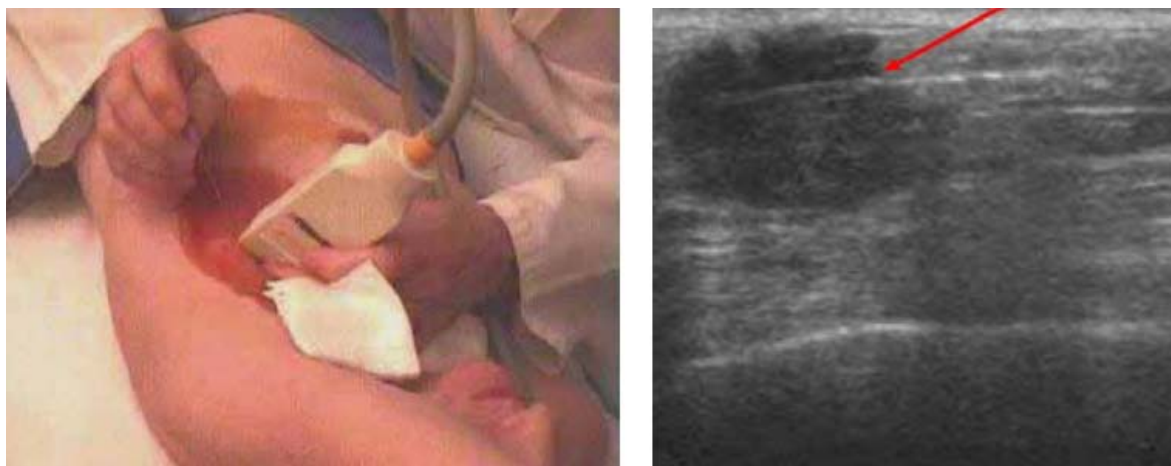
Mise en place d'un fil métallique (Harpon) sous contrôle échographique.
